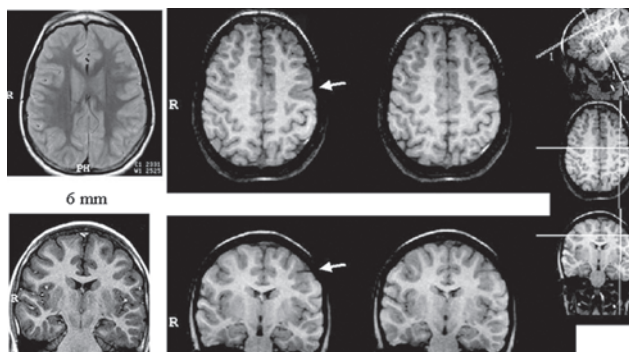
RM de uma criança com crises parciais motoras com início na mão direita. Observe que não é possível identificar anormalidade no corte axial de 6mm e coronal de 3mm. Nos cortes de 1mm reconstruídos (RMP) a partir de uma seqüência 3D podemos observar uma pequena área de displasia cortical focal na região central esquerda (setas).
